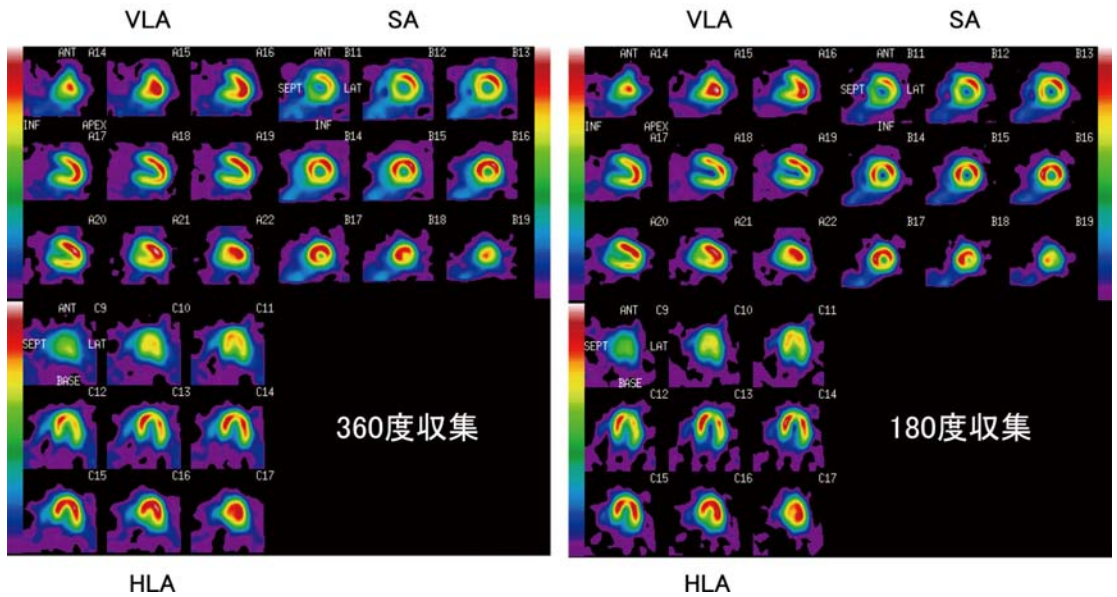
健常例の360度収集と180度収集の SPECT 画像
